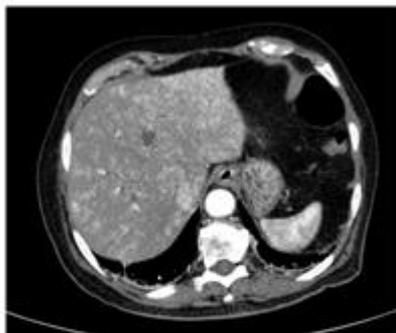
КТ. Холедохолитиаз, Гнойный холангит
